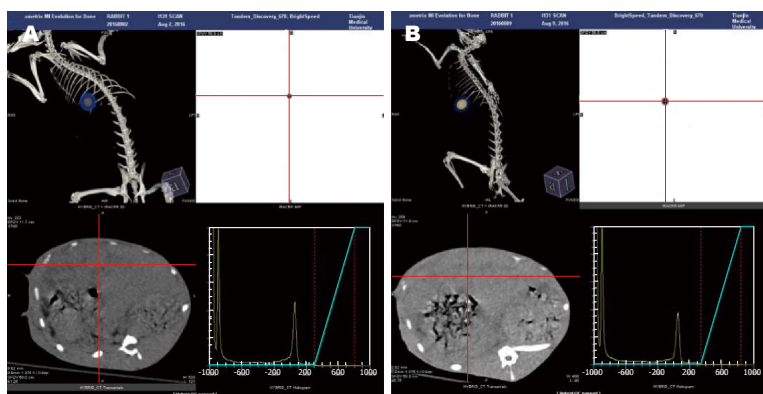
高放射性浓度治疗组和低放射性浓度治疗组治疗后的SPECT/CT图像. A: 治疗后7 d的SPECT/CT 图像; B: 治疗14 d后的SPECT/CT图像. H组: 高放射性浓度治疗组; L组: 低放射性浓度治疗组.
